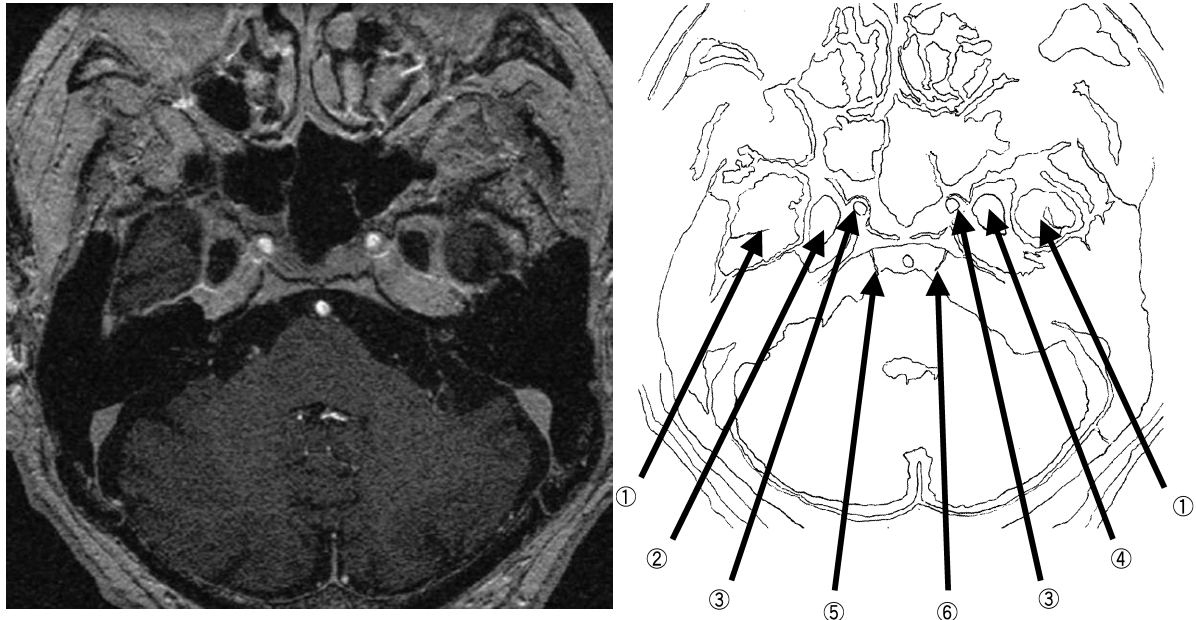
2003 年 8 月 18 日に施行した頭部 MRI 造影検査画像 (SPGR 画像)。
